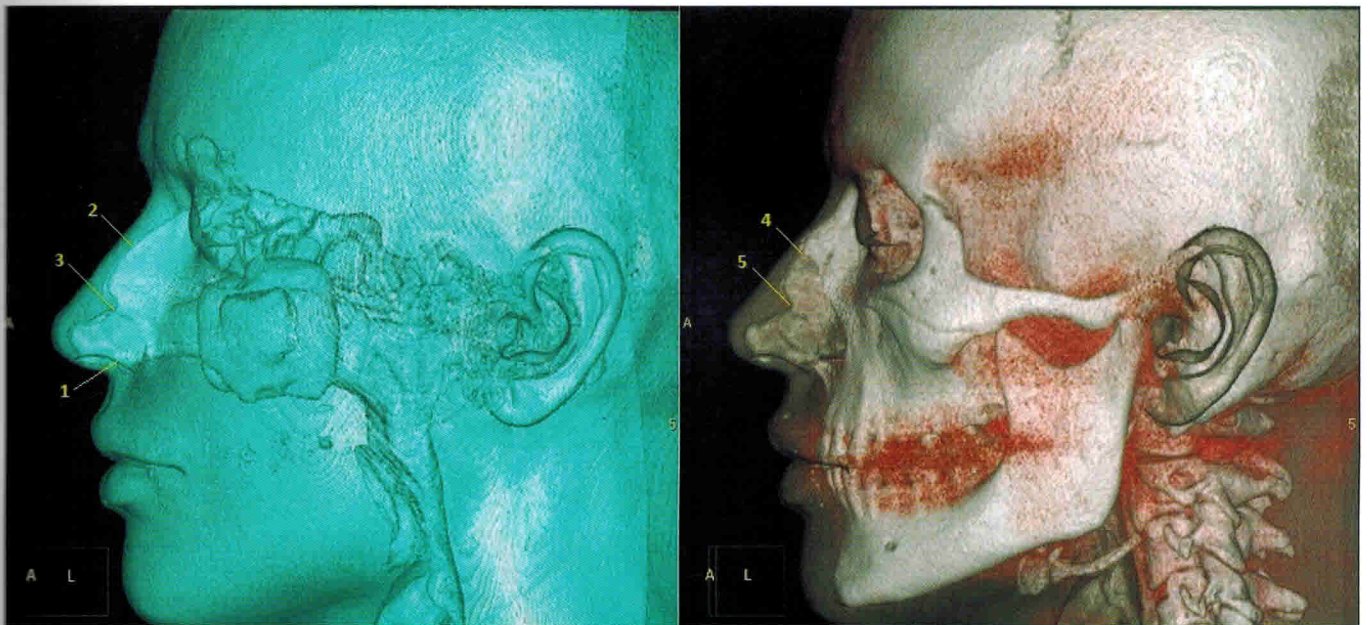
МСКТ, 3D-реконструкции, комбинированный мягкотканно-воздушный и костно-воздушный режимы: 1 – преддверие полости носа; 2 – основная воздушная зона; 3 – проекция внутреннего носового клапана; 4 – keystone area; 5 – scroll area.
